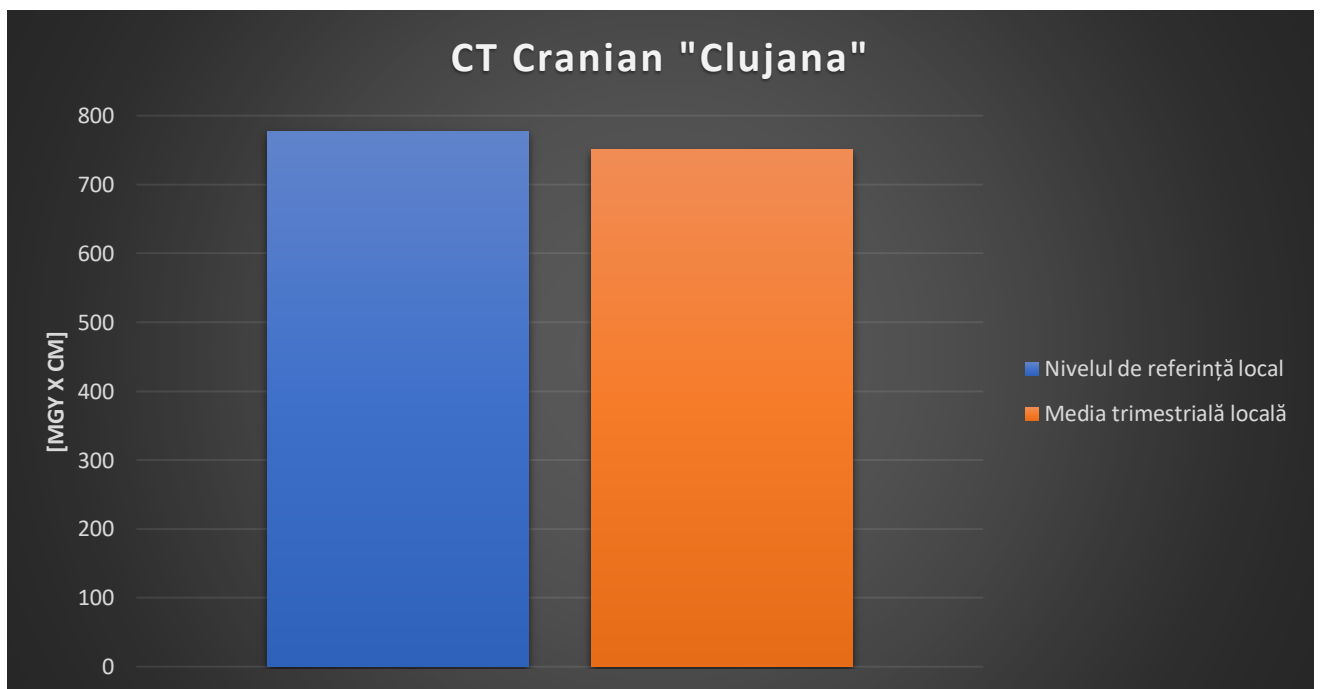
5.5 Comparatie CT Cranian "Clujana"
